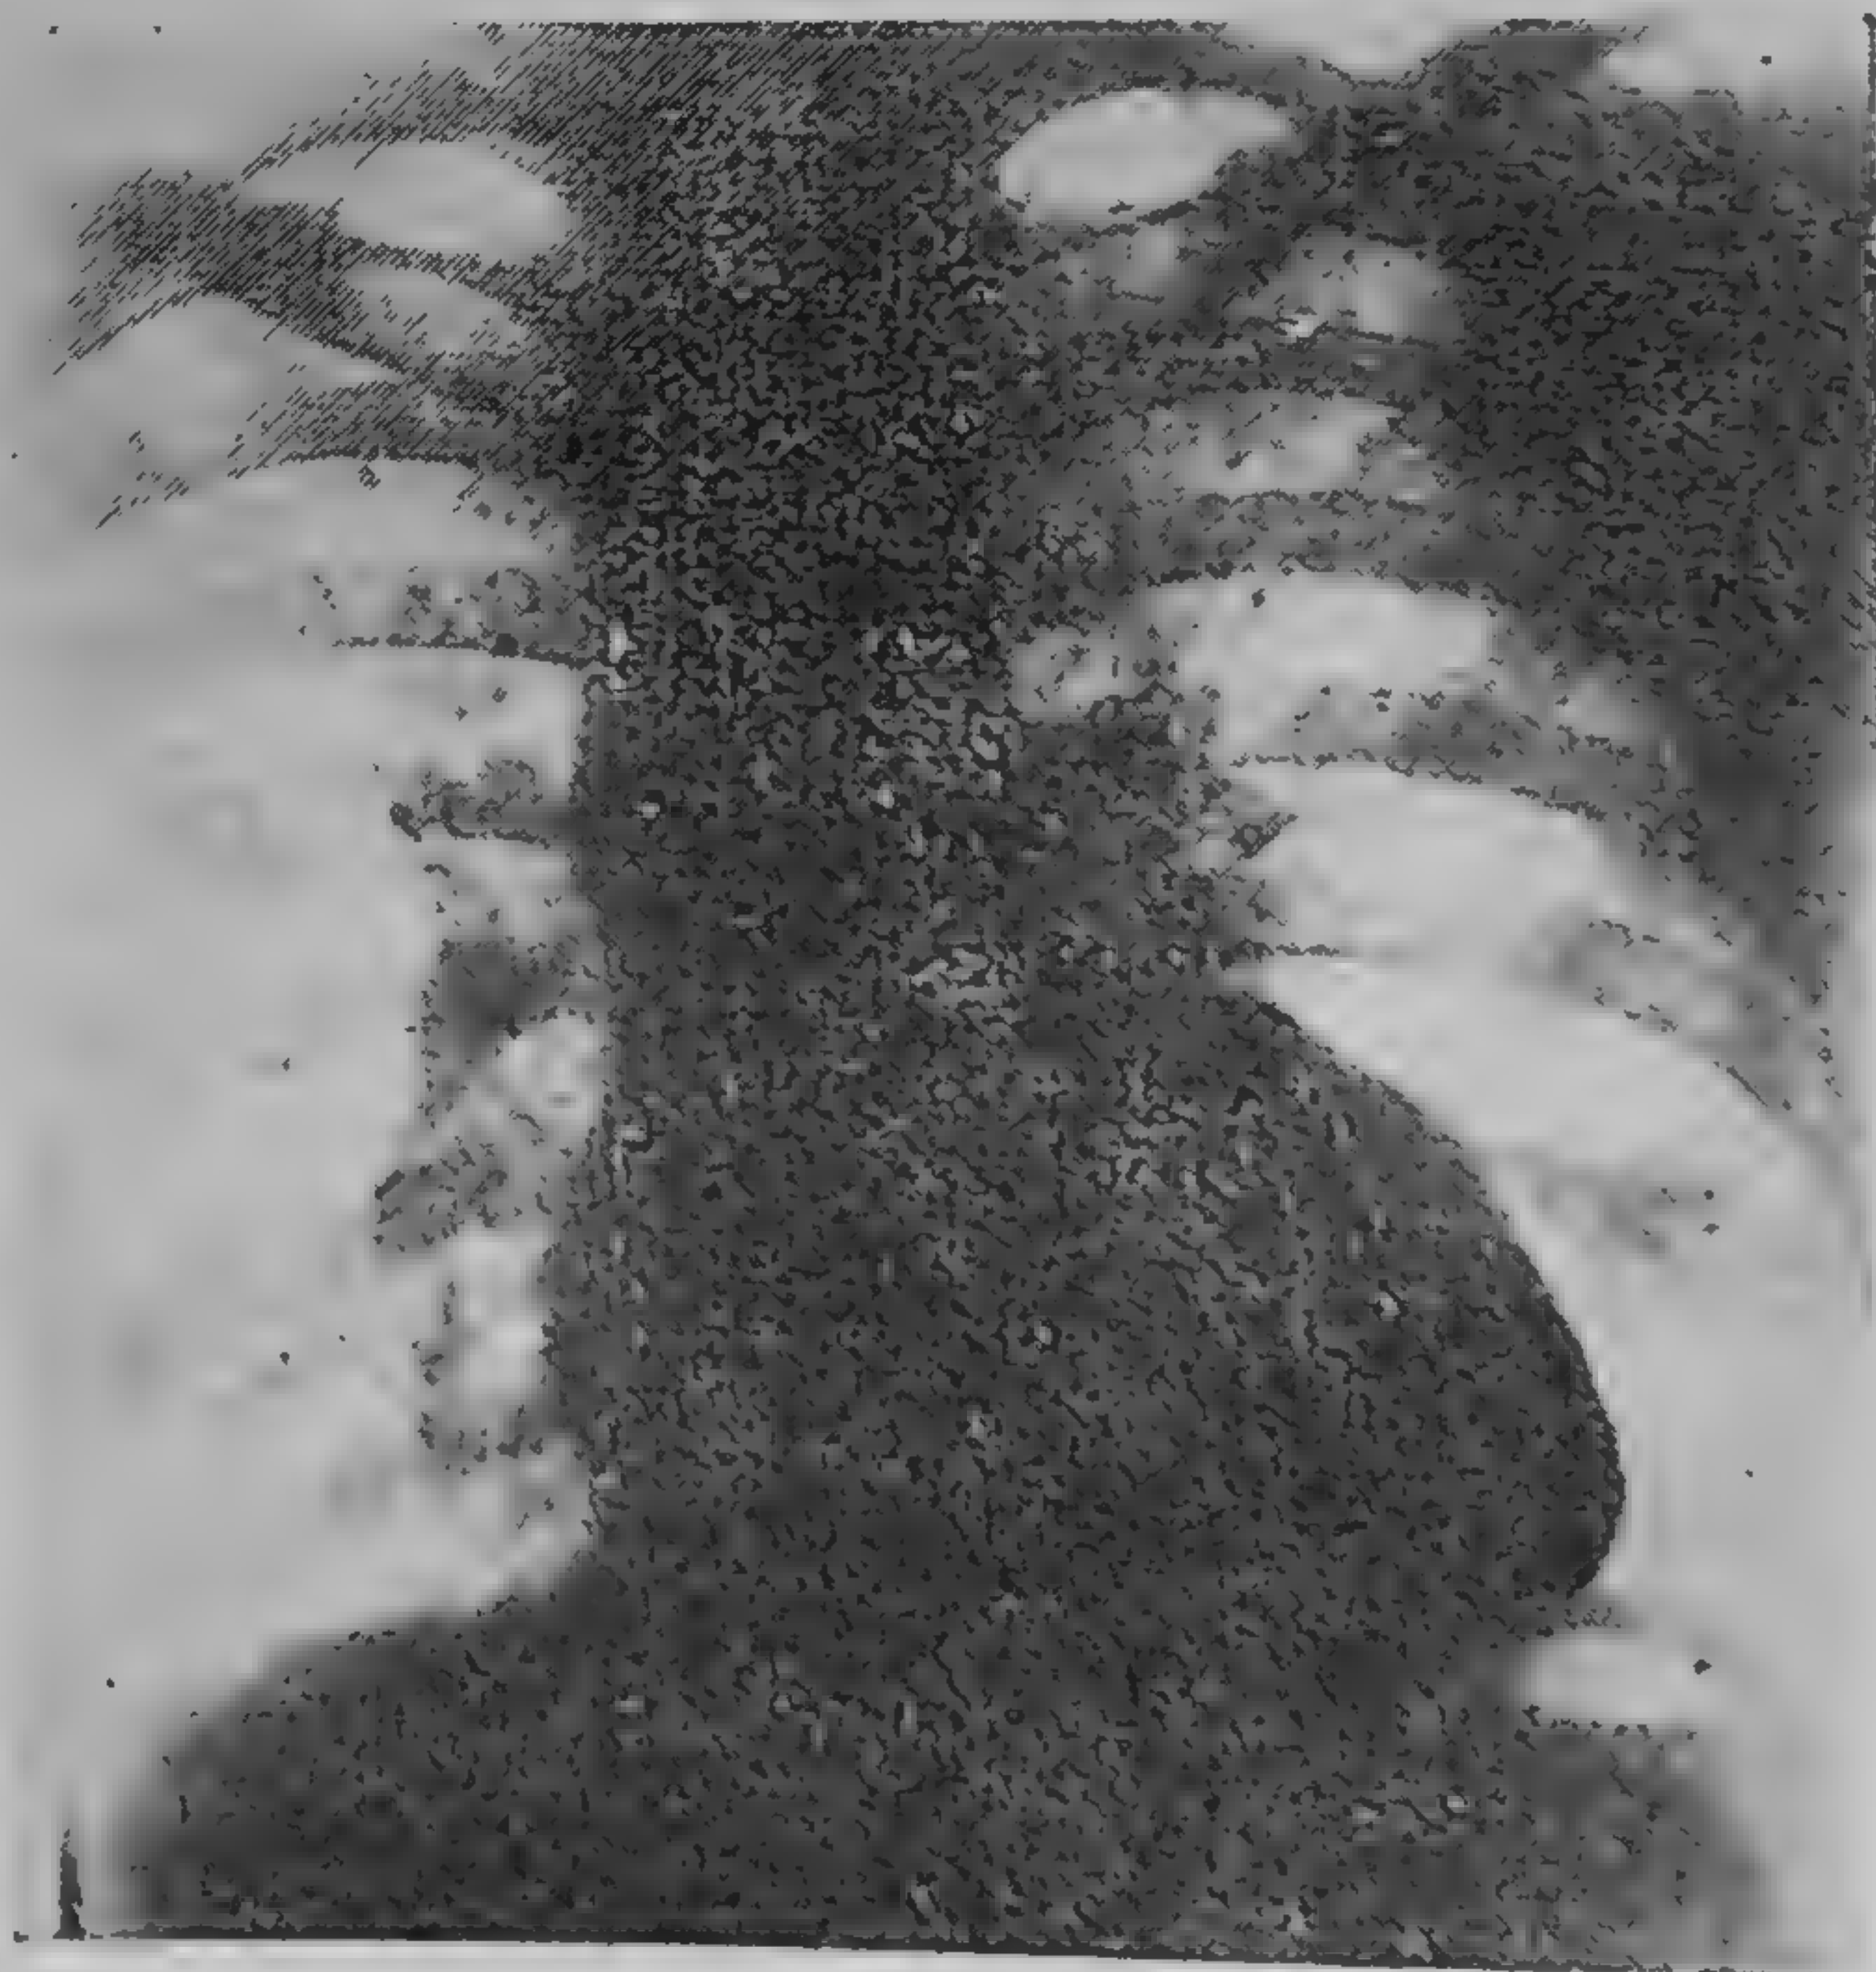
Aspectul radiografic al inimii în tetralogia Fallot (colecția dr. Gh. Gatoschi)
